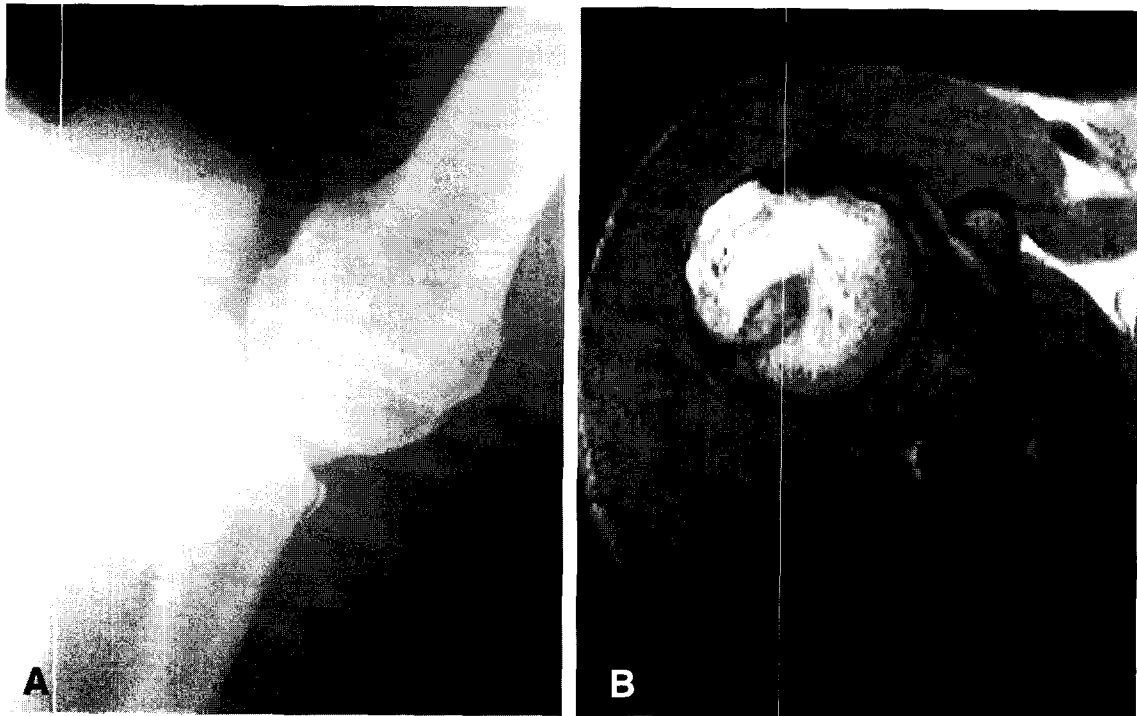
18-year-old male pitcher with Bennett lesion. (A) Simple radiogram (B)Magnetic resonance imaging
